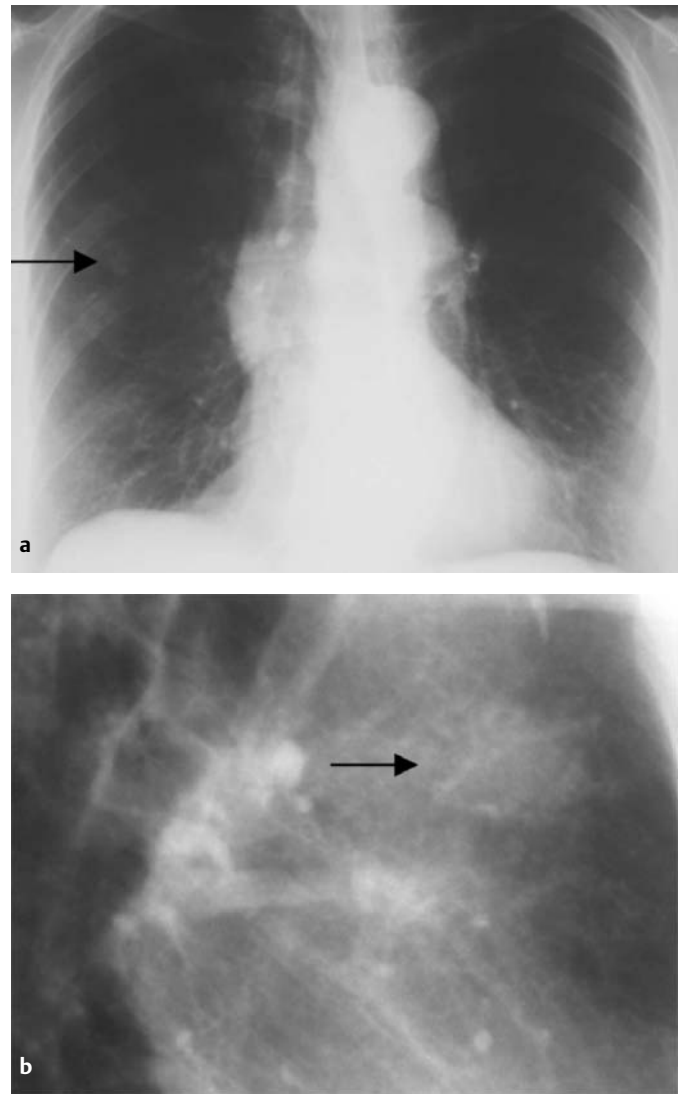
u. b Röntgenbefund des Thorax im p.a. und seitlichen Strahlengang Rundherd (Pfeil) im Mittellappen (Patientin 78 Jahre).
